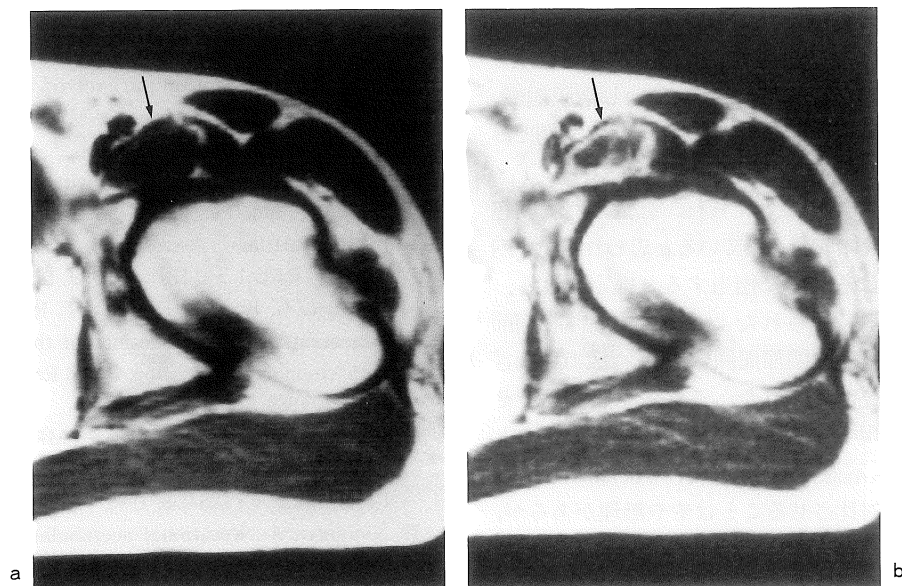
Both axial MR images show a mass-like lesion just anterior to the femoral head (arrow). The lesion shows a low signal on SE 600/23 image (a), and a high signal with foci of decreased signal (presumed to be due to loose bodies) on SE 600/75 image (b).
